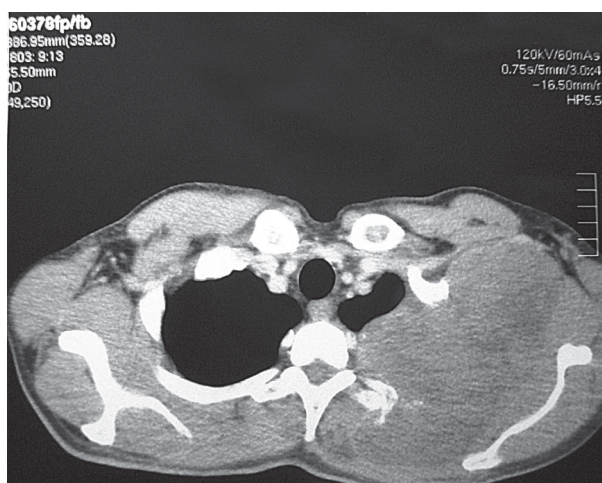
TAC de tórax: se aprecia extensa tumoración de partes blandas que compromete el tejido pulmonar y óseo.
